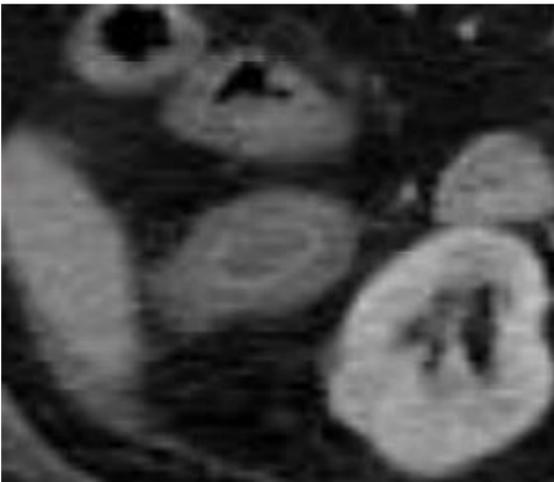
Corte axial de TC en el que se identifica engrosamiento mural simétrico en relación con CU
